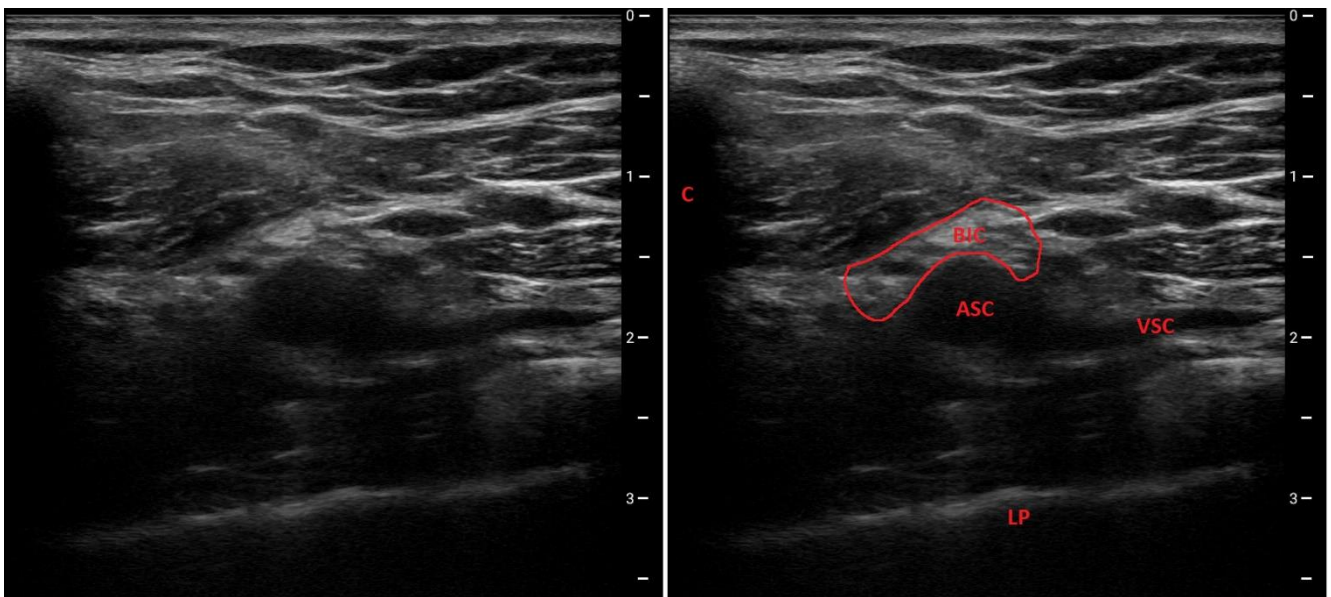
Vue échographique du bloc infraclaviculaire, C = clavicule, ASC = artère sous-clavière, VSC = veine sous-clavière, LP = ligne pleurale, BIC = faisceaux nerveux atteint par le BIC
